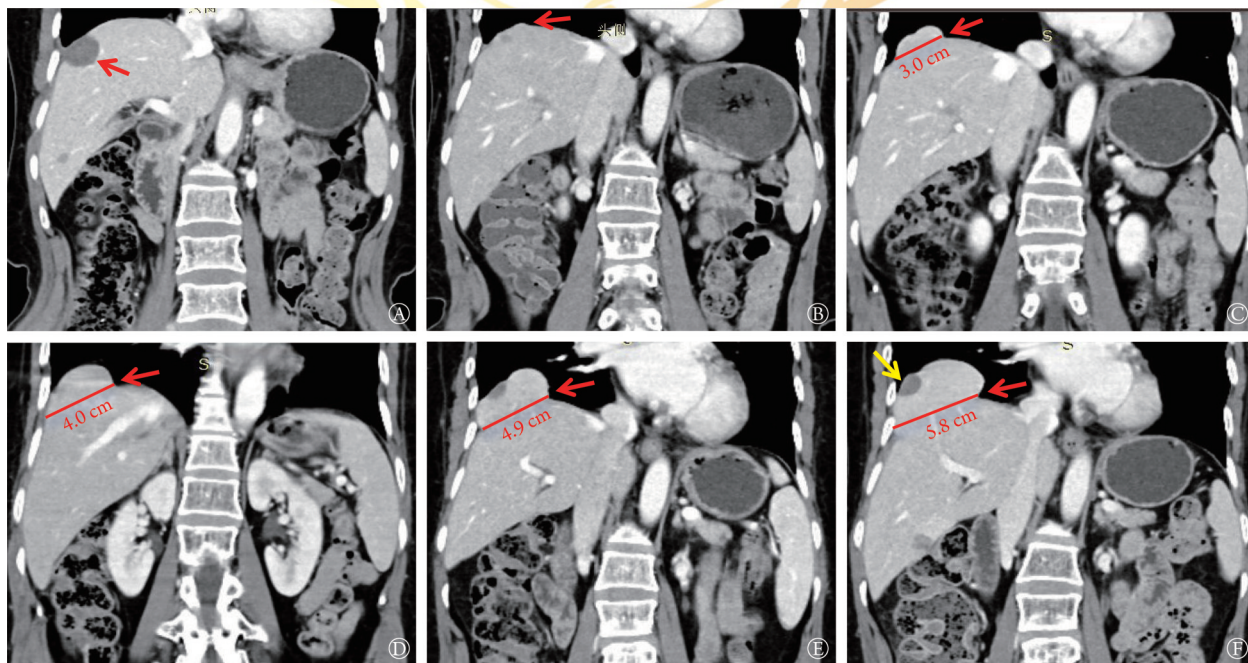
1例直肠癌肝转移微波消融术后医源性膈疝患者随访腹部CT(冠状位)
